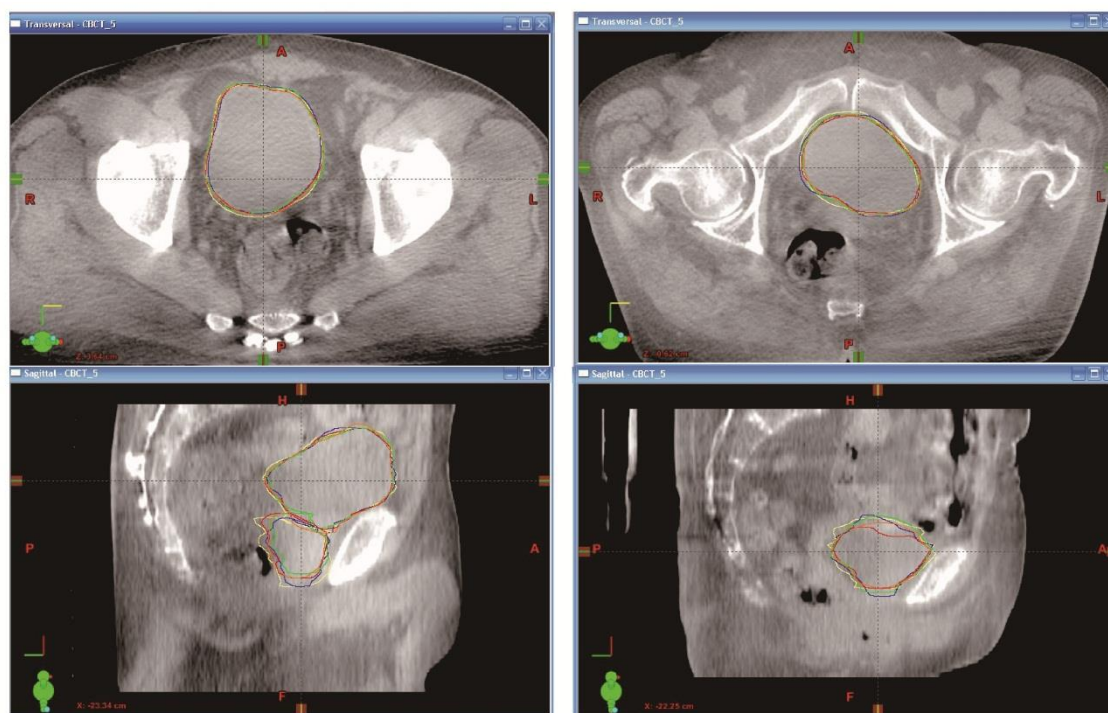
CBCT 画像と作成された輪郭例
